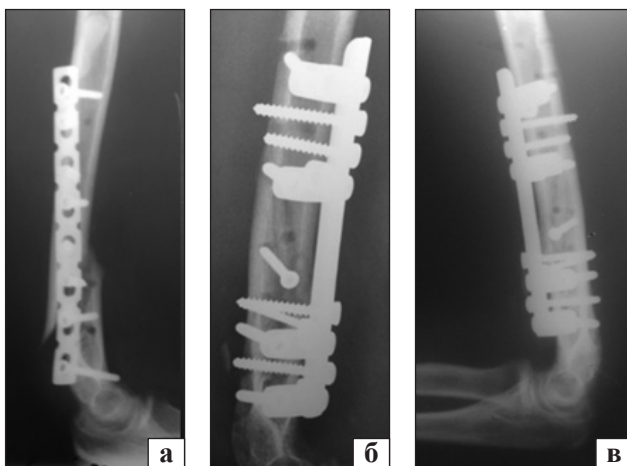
Рентгенограми хворого К.: а) незрощений перелом дистального метафіза плечової кістки, зміщення LCP-пластини; б) після операції остеосинтезу ПФКВ; в) через 3 міс.
